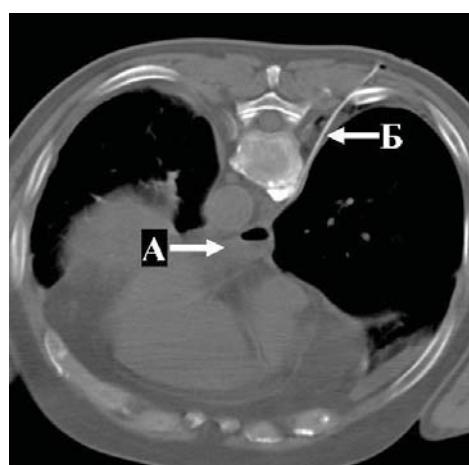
МСКТ органов грудной клетки. Дренаж, установленный под контролем МСКТ в полость абсцесса в заднем нижнем средостении: А – полость абсцесса, Б – дренаж
